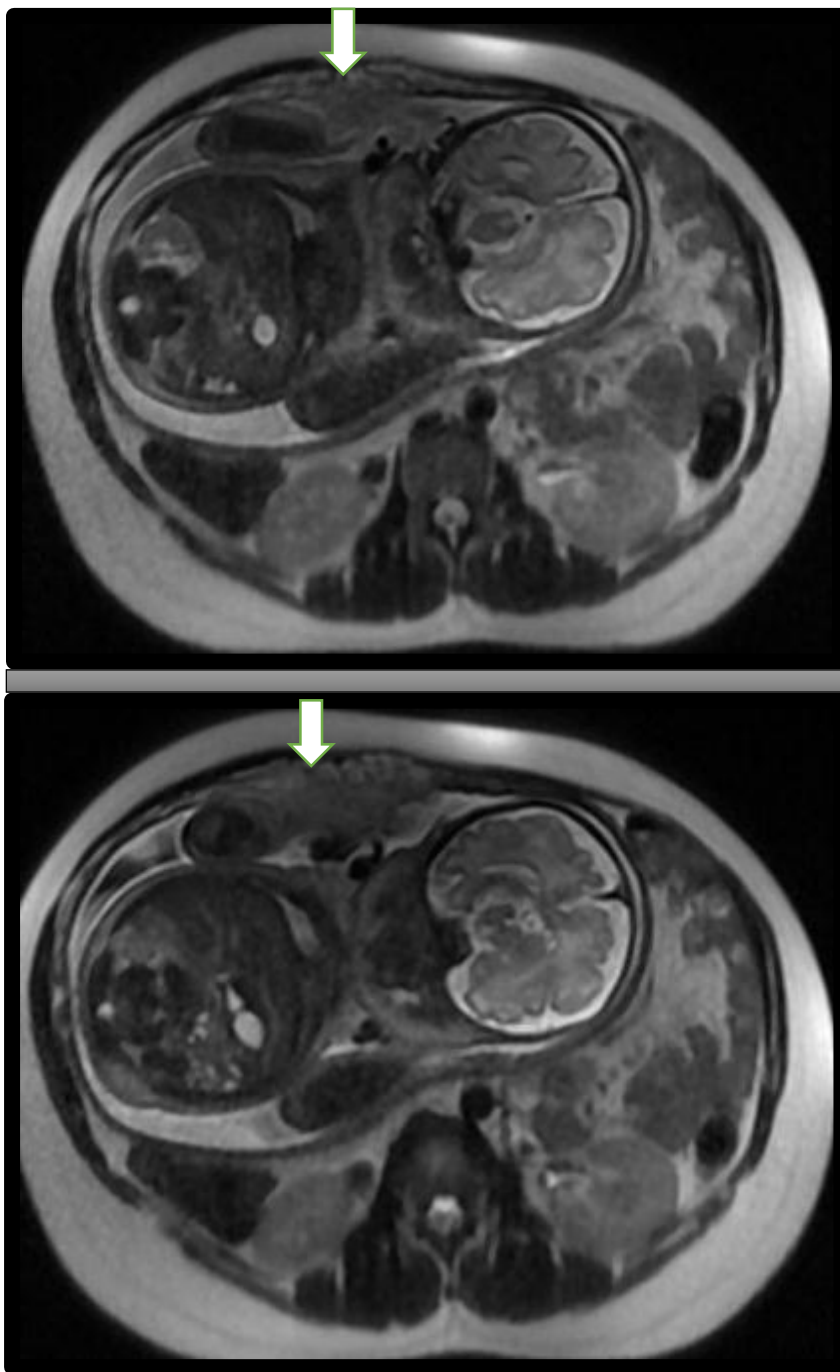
IRM abdomino-pelvienne : Séquence axiale T2 du placenta perceta
